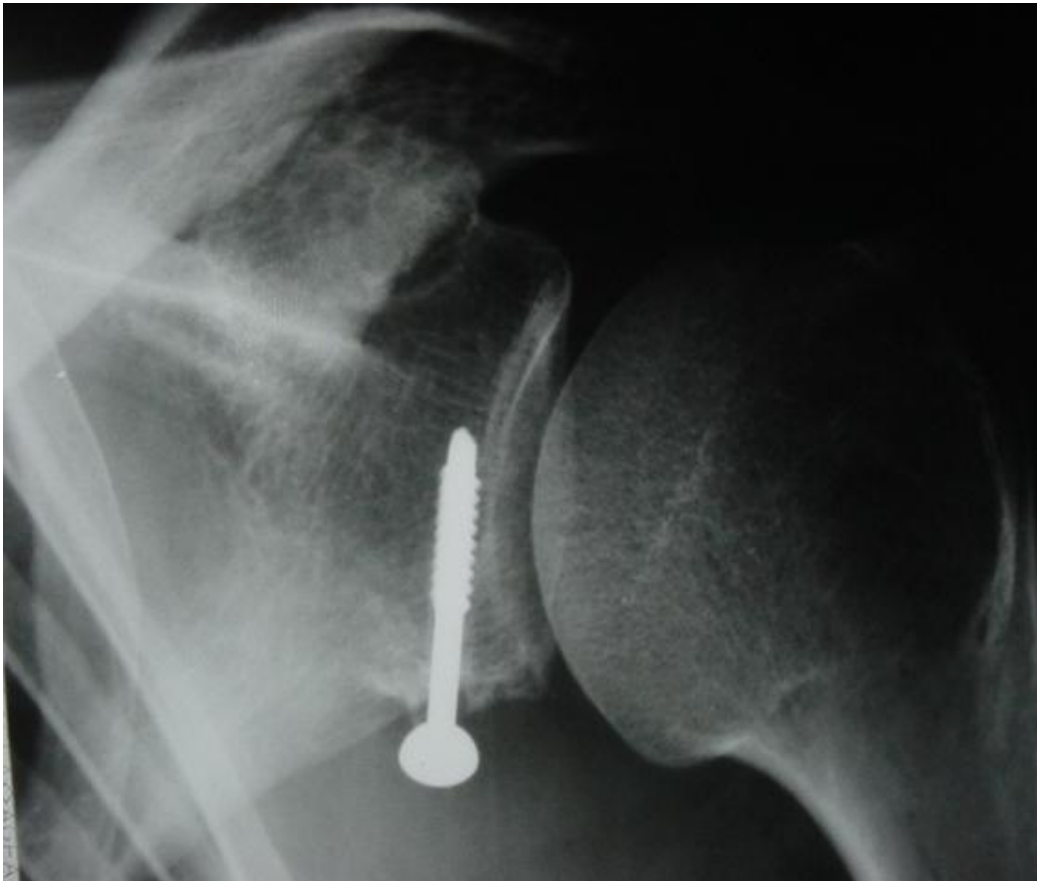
Radiographie de l'épaule montrant une résorption de la butée.
